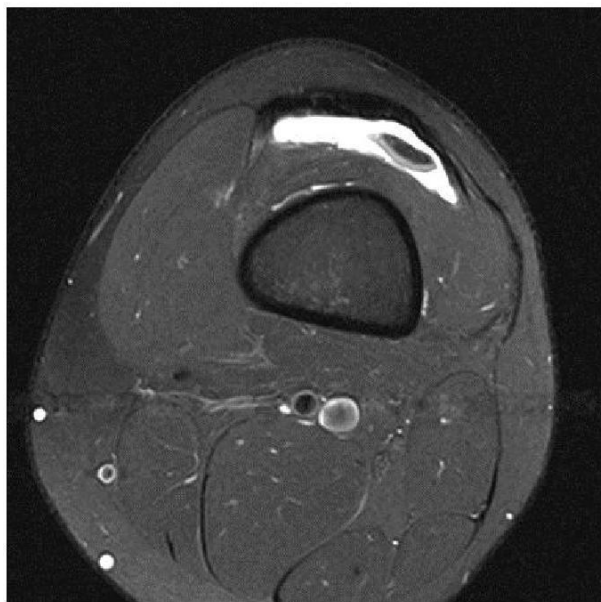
MRI of loose cartilage body
